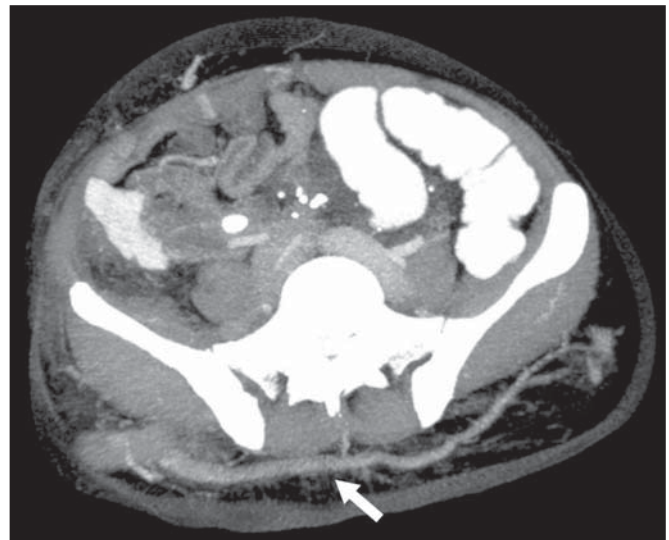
Síndrome de Klippel-Trenaunay. TC axial, reconstrução MIP. Circulação colateral glútea de grosso calibre (seta).
